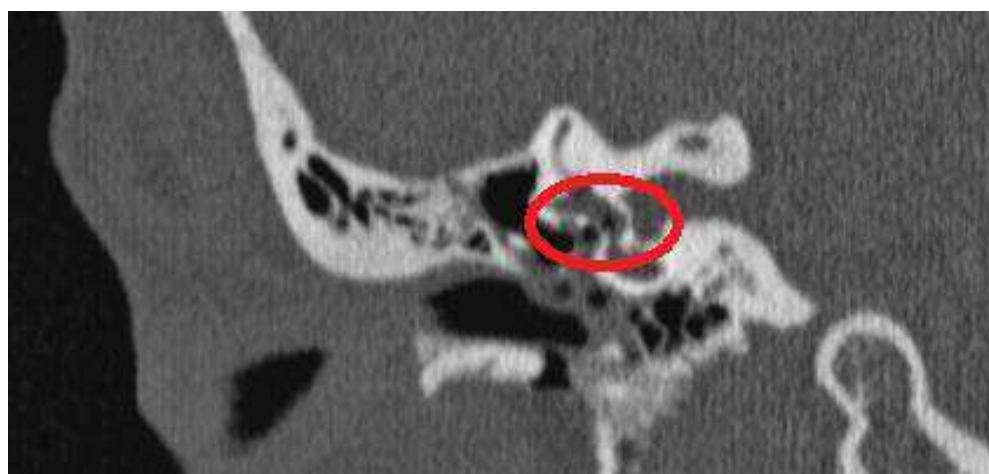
Pneumolabirinto - Imagem de TC de ouvidos, relativa ao Caso Clínico 1, onde se encontra assinalado (círculos) a presenza de ar no interior do vestíbulo.
